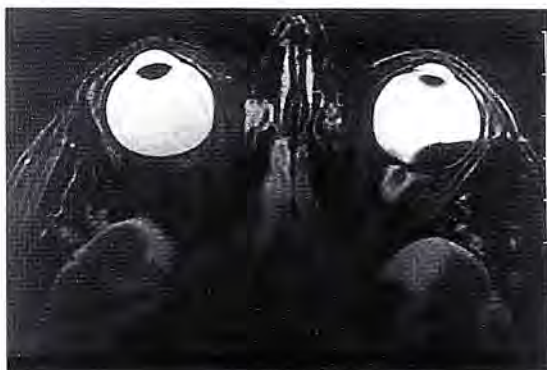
Resonancia Nuclear Magnética orbitaria y cerebral: En el polo superoexterno del globo ocular izquierdo se observa una lesión hiperintensa en T1, que disminuye su señal en T2, que realza el contraste (A). En (B) se aprecian imágenes compatibles con metástasis cerebrales.
